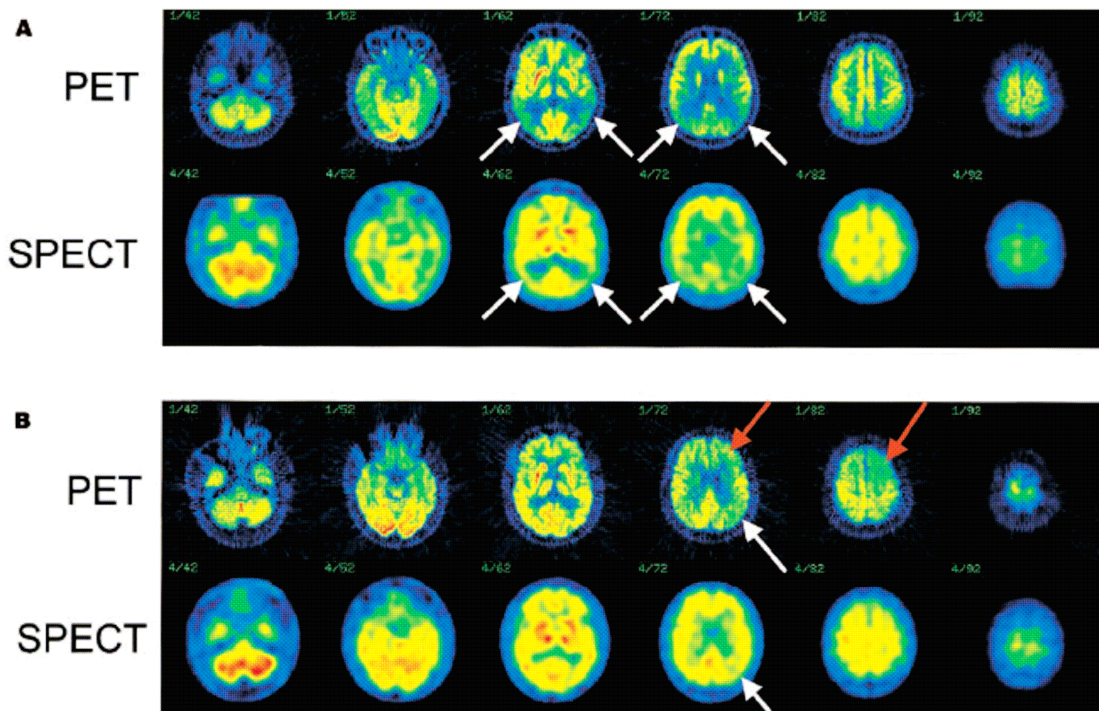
Comparação do PET e do SPECT na demência (Herholz et al. 2002)
